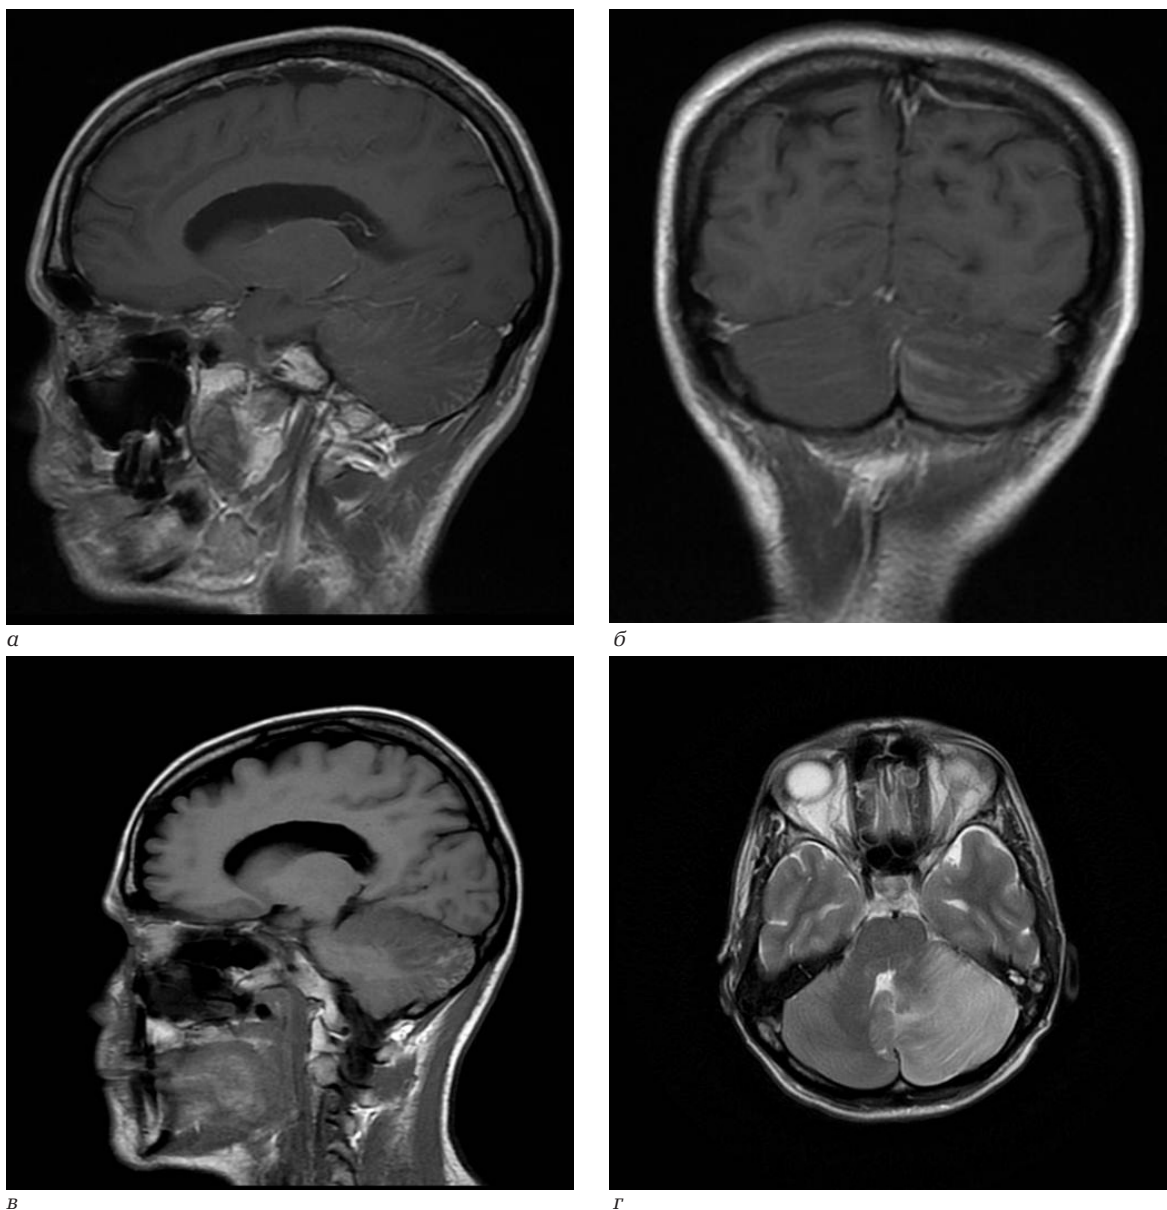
МРТ головного мозга с контрастированием на момент госпитализации. МР-признаки накопления контрастного вещества мягкой оболочкой головного мозга по ходу борозд левого полушария мозжечка: а – T1-ВИ, сагиттальный срез; б – T1-ВИ, корональный срез; в – FLAIR; г – МР-признаки выраженного кортикального отека левого полушария мозжечка и верхнего отдела червя мозжечка, T2-ВИ
